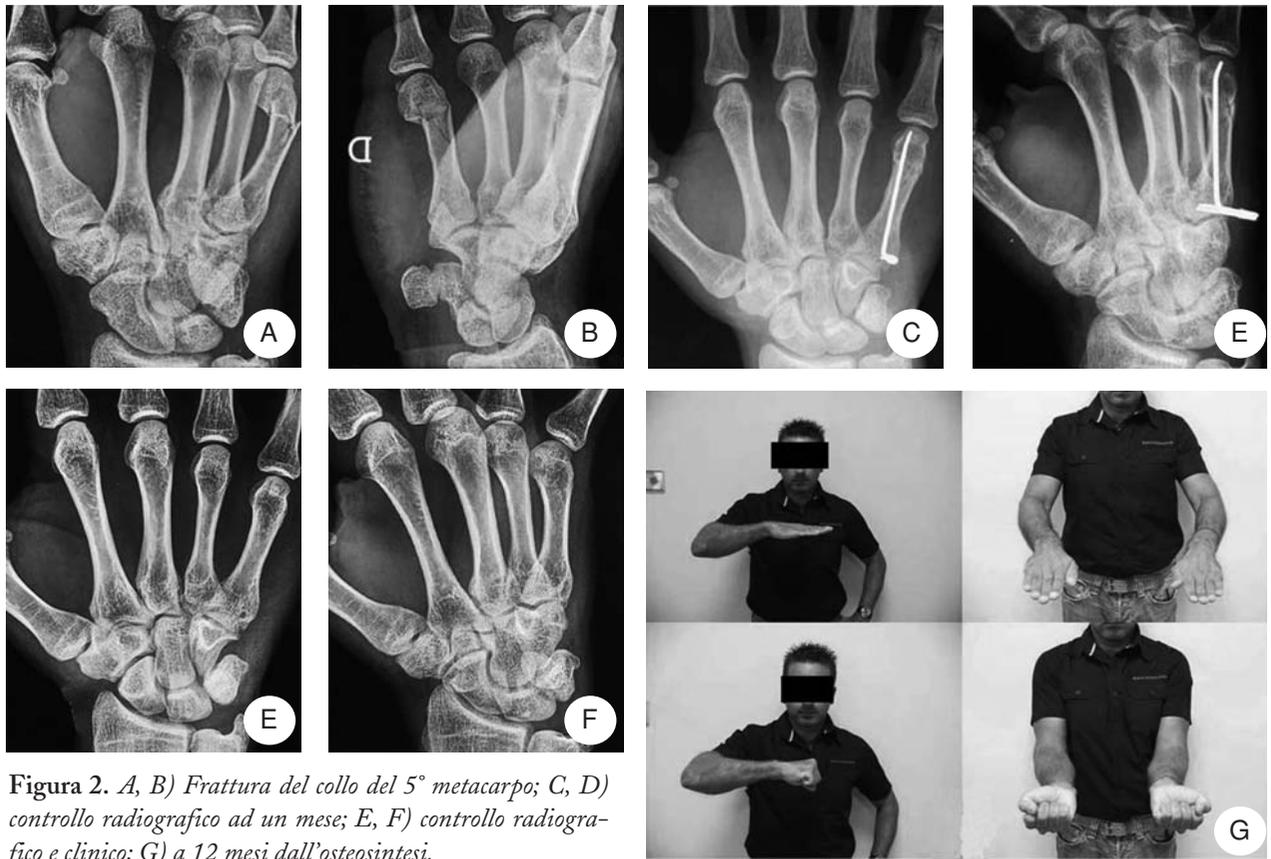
A, B) Frattura del collo del 5° metacarpo; C, D) controllo radiografico ad un mese; E, F) controllo radiografico e clinico; G) a 12 mesi dall'osteosintesi.
